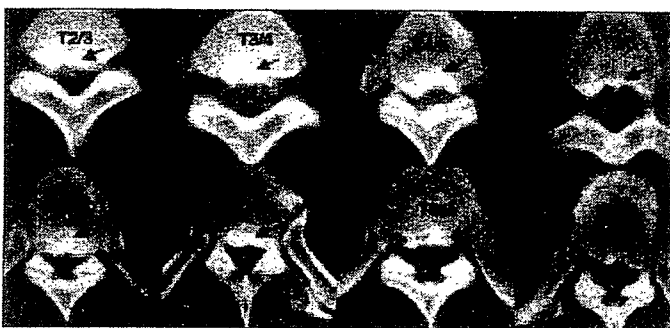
Computer tomography associated after myelography revealed OPLL (arrows) at levels T3 to T9
